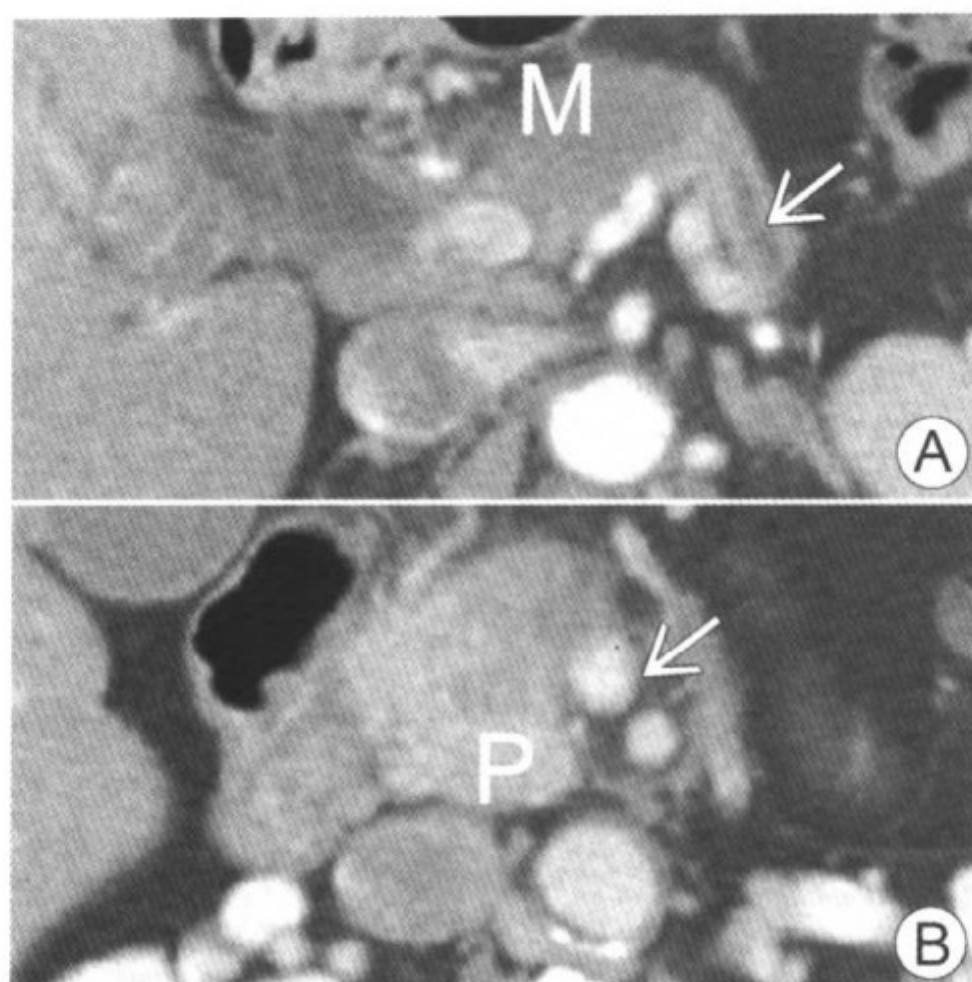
图 A 增强 CT 显示胰颈部的低密度肿物(M),引起胰管(箭头)的截断性梗阻。图 B 此层面肿物不完全性包绕肠系膜上静脉(箭头),其头侧层面可见肿瘤引起梗阻,并可见扩张的肠系膜侧支静脉和正常的胰头(P)
